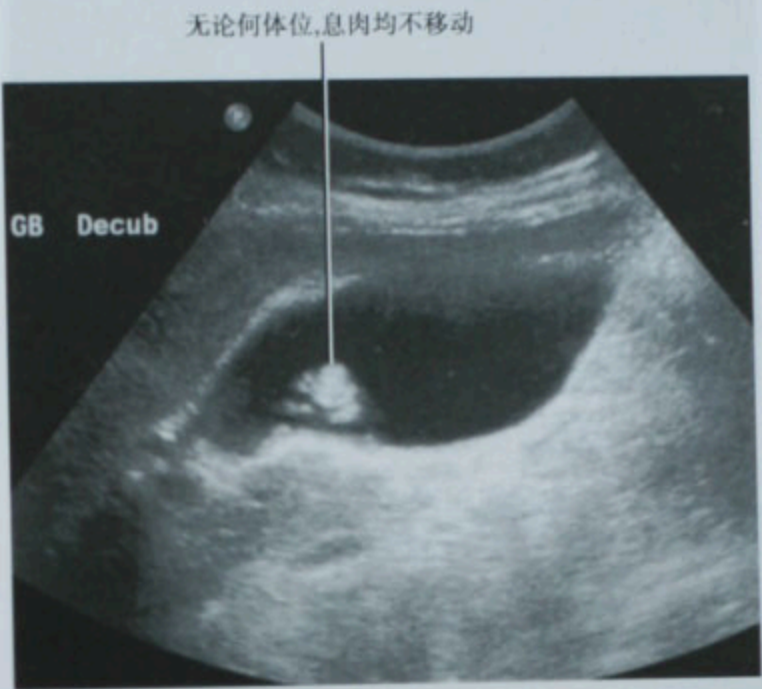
胆囊(GB)息肉的超声声像图表现,患者左侧卧位(decub)
